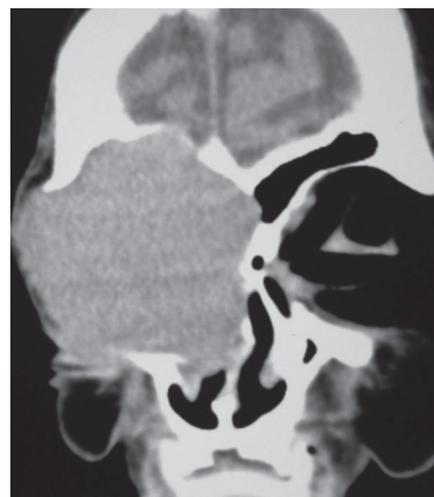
Рентгенография черепа: опухоль орбиты распространяется на мягкие ткани лица с разрушением нижней стенки передней черепной ямки без интракраниального роста
